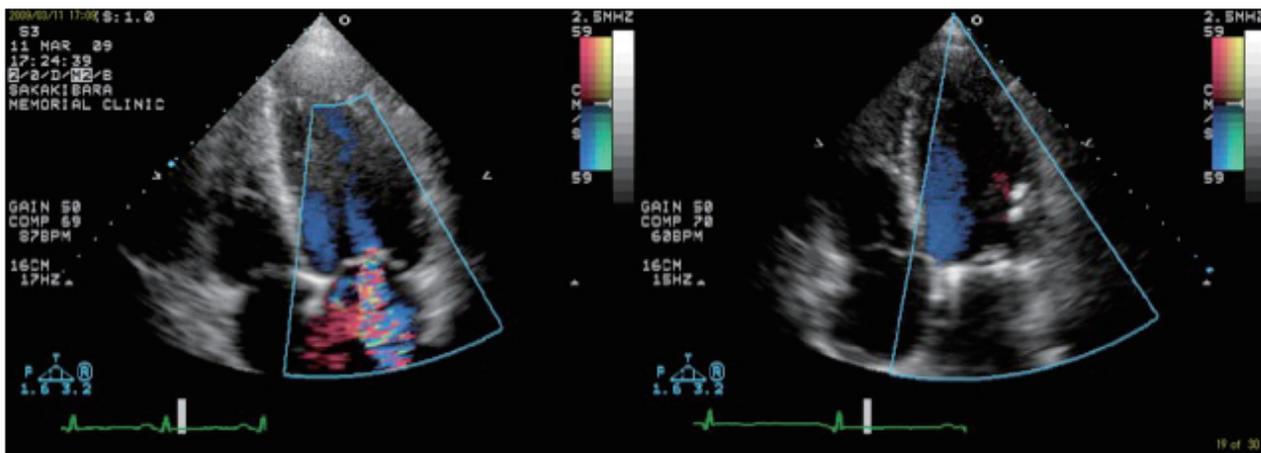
心エコー図(カラードブラ像, 心尖四腔像).
